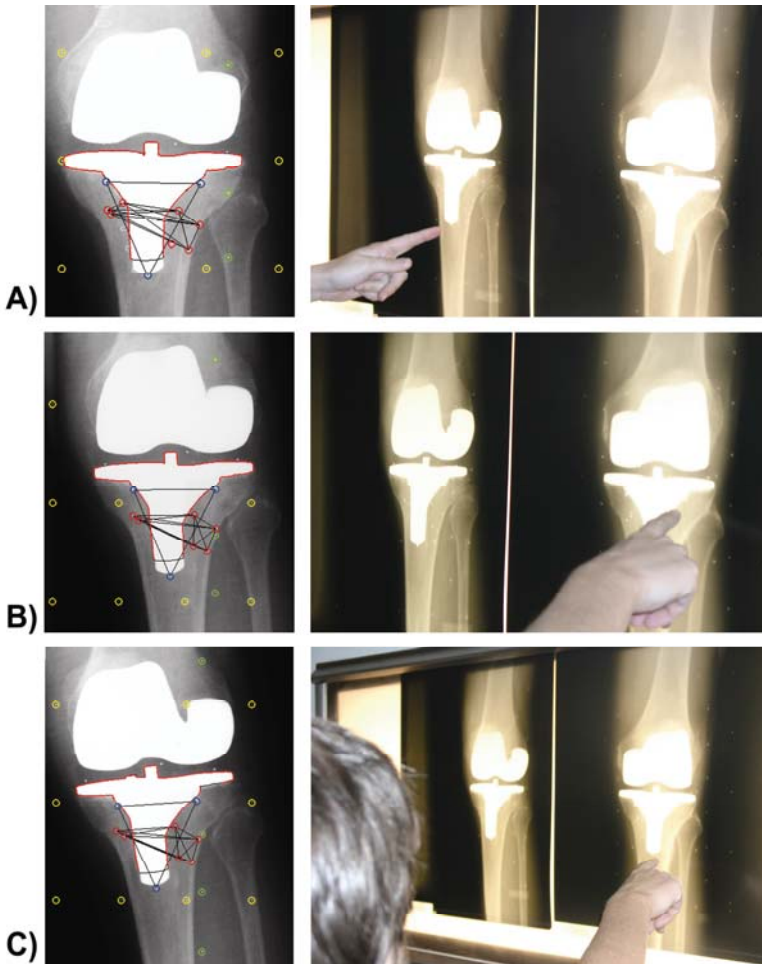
Überprüfung der Sichtbarkeit der Messmarker an der Endoprothesenkomponente und dem das Implantat umgebenden Knochen im RSA-Röntgenbildpaar. (A) RSA-Röntgenbildpaar, postoperative Aufnahme. (B) RSA-Röntgenbildpaar, 3 Monate postoperativ. (C) RSA-Röntgenbildpaar, 6 Monate postoperativ. Für jedes RSA-Röntgenbildpaar muss direkt nach der Aufnahme geprüft werden, ob alle für die später zu berechnende Starrkörperkinematik erforderlichen Marker zu sehen sind: Das heißt, es müssen alle drei zusätzlich an der Endoprothese befestigten Messmarker (bei Marker-Based RSA-Methode) sichtbar sein sowie mindestens drei gleiche Messmarker im das Implantat umgebenden Knochen. Weiterhin ist sicherzustellen, dass die gleichen Messmarker in den Folgeaufnahmen zu sehen sind wie in der ersten Referenzaufnahme.
